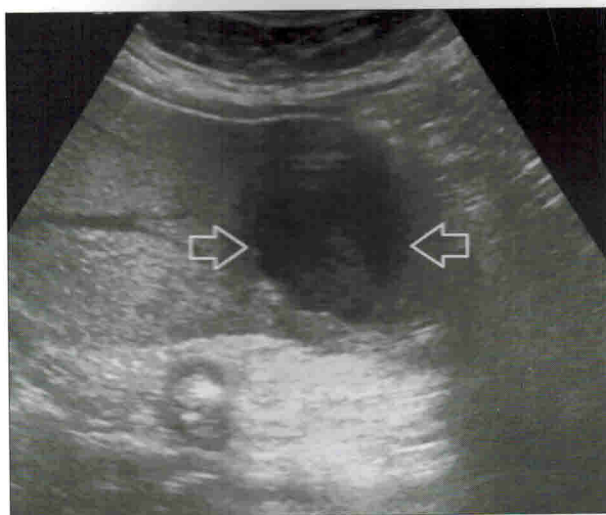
УЗИ абсцесса печени. Стрелками обозначено гипозоногенное неоднородное образование с неровными четкими контурами в нижнем крае правой доли печени
